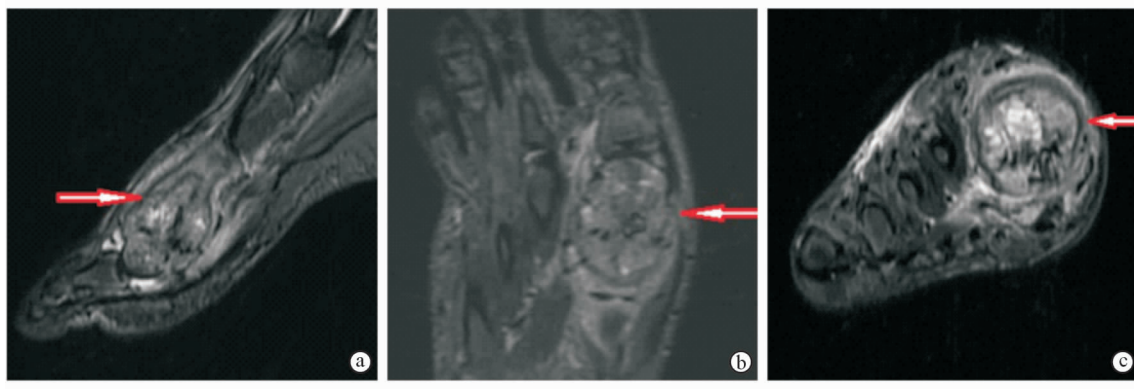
术前右足矢状面(a)、冠状面(b)及横断面(c)MRI 影像,红色箭头指向病变骨组织
